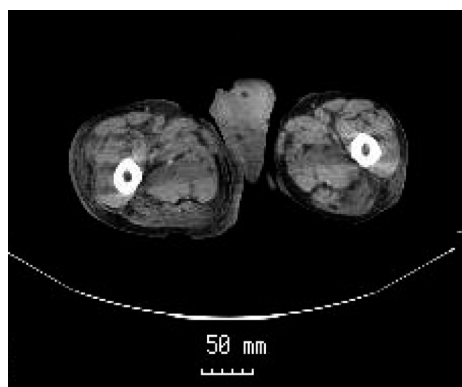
CT scan showing swelling of right lower leg, suggesting a phlegmonous inflammation.
